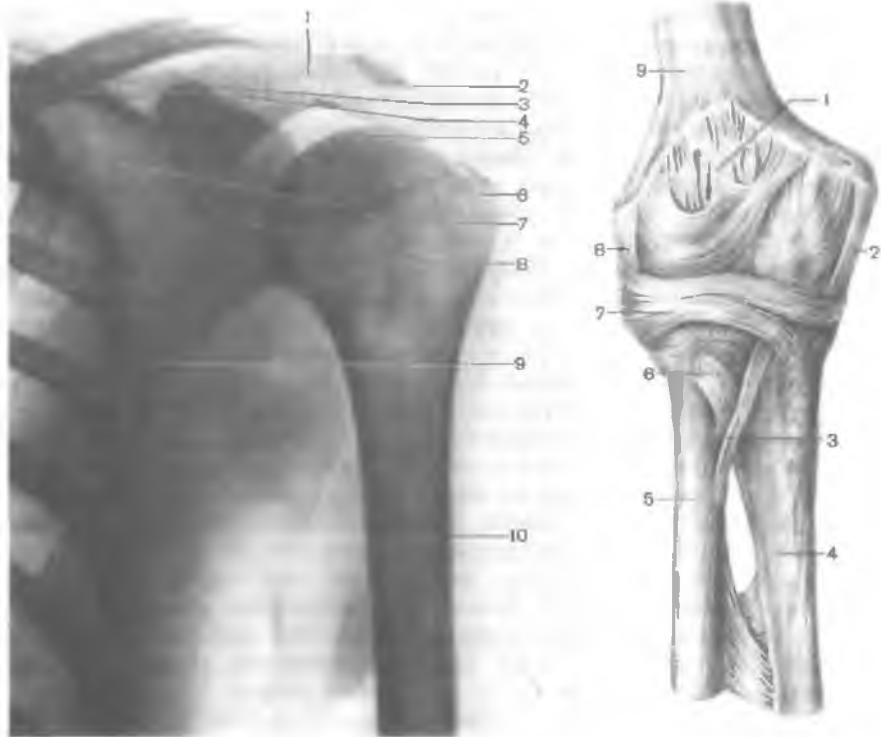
Рентгенограмма плечевого сустава, левого.
